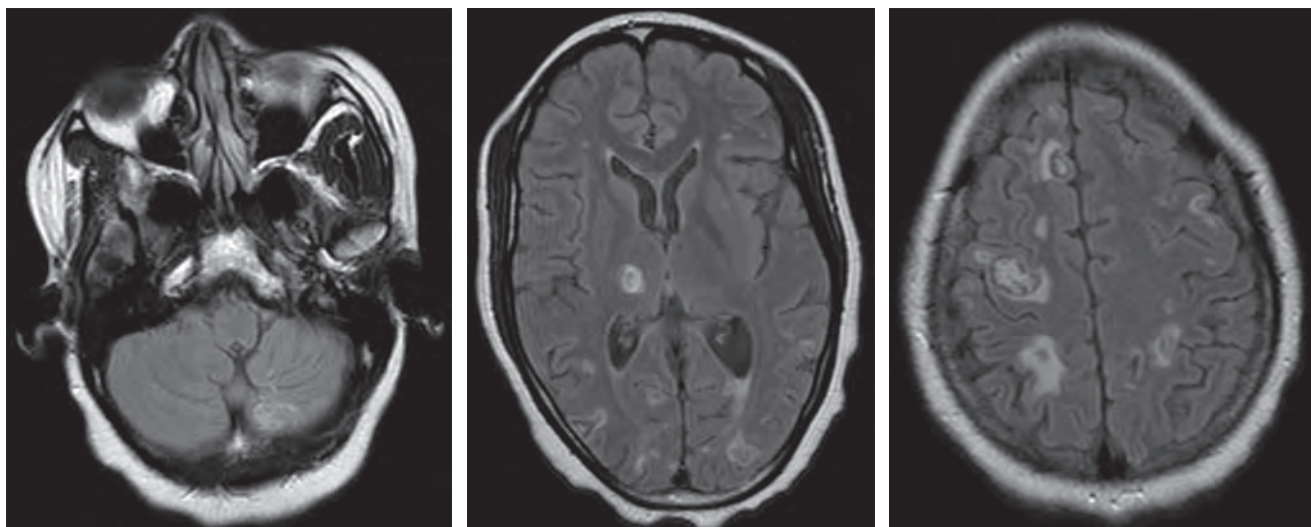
Resonancia magnética cerebral, cortes axiales, secuencias ponderadas en T2 y FLAIR. Se visualizan múltiples áreas hiperintensas con morfología en diana de localización córtico-subcortical supra e infratentorial correspondientes con áreas de encefalitis.
